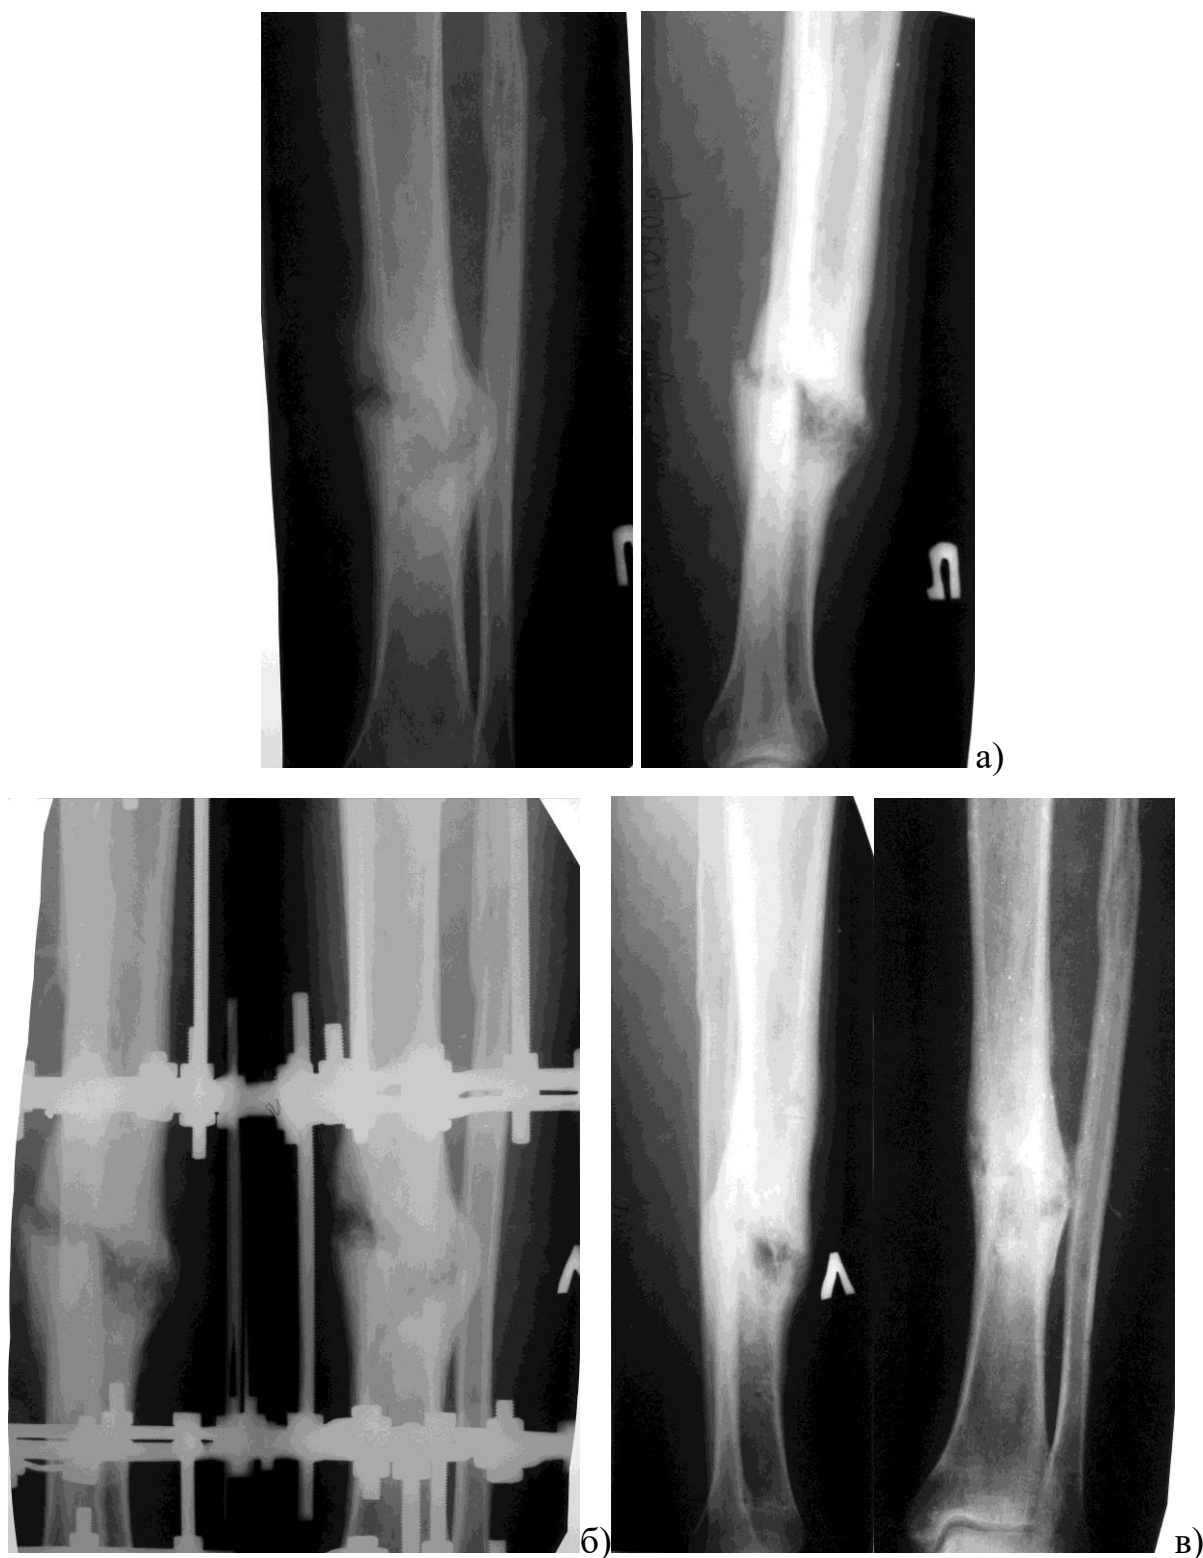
Фото рентгенограм. Етапи лікування гіпертрофічного хибного суглобу великогомілкової кістки на фоні ГГЦ: а) до лікування; б) дистракційно-компресійний синтез апаратом Ілізарова; в) через 11 міс. після операції.
